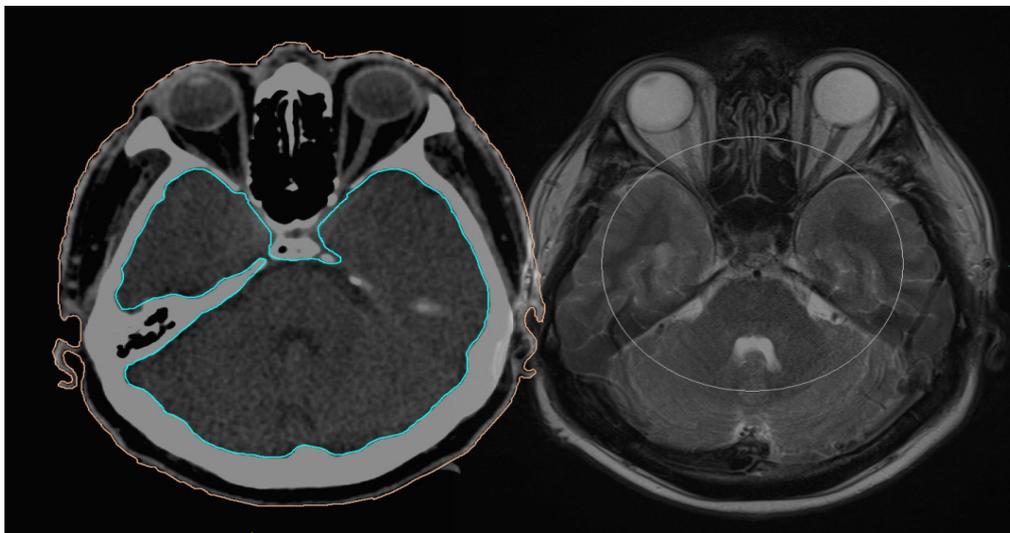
Компьютерный томограф (слева) и магнитно-резонансный томограф (справа).
